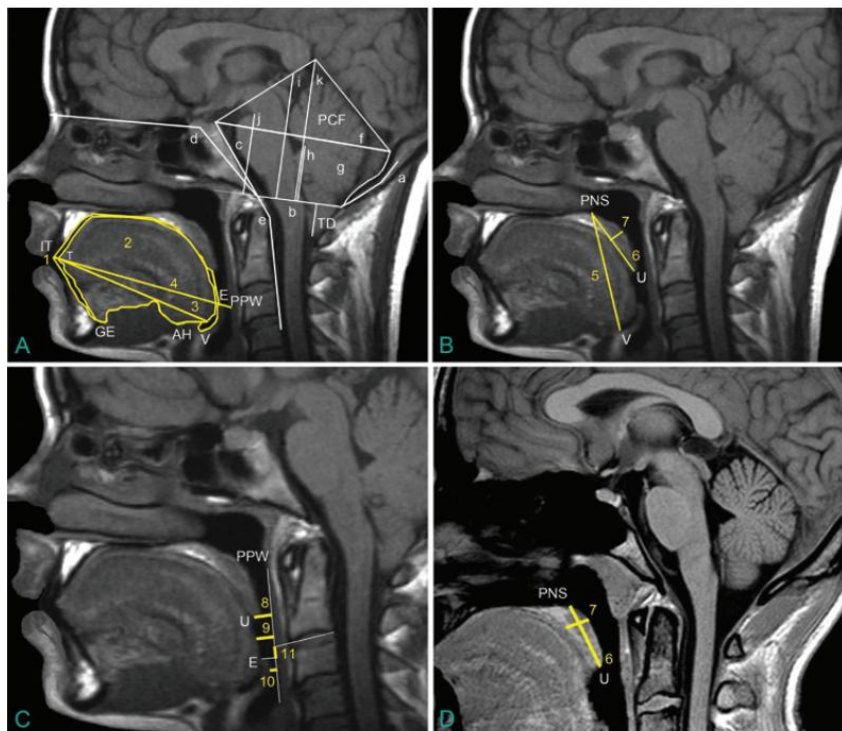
Midsagittal T1-weighted MR images show the cephalometric measurements performed in this study in a CMI case (A–C) and the most significantly different parameters in a control case (D). A: White lines: Tonsillar descent (TD) and hypoplastic PCF were used as the inclusion criteria. Supraoccipital (a), anteroposterior diameter of FM (b), clivus length (c), basal angulation (d), Wackenheim angle (e), anteroposterior diameter of PCF (f), osseous PCF area (g), distance from FM to fastigium (h), distance from FM to pons (i), distance from FM to corpus callosum (j), and PCF height (k) were used as PCF measurements. Yellow lines: the oral cavity area (1) was estimated as the polygon delimited by the central incisor (IT), maxilla, soft palate, epiglottis tip (E), vallecula (V), the most anterior and superior point on the body of the hyoid bone (AH), base of tongue, and the genial tubercle; the tongue area (2) was inferred from a surface delimited by tip of the tongue (T), vallecula, hyoid bone, and genial eminence (GE); the tongue length (3) was inferred from a line running from tip of the tongue to vallecula; and the anterior-posterior pharyngeal cavity diameter (4) from a line from central incisor to posterior pharyngeal wall (PPW) at the level of the tip of the epiglottis. B: The vertical airway length (5) was estimated as the distance from the posterior nasal spine (PNS) to vallecula. Soft palate measurements: length (6) from posterior nasal spine to uvula (U) and thickness (7) as the length of perpendicular line to posterior nasal spine-uvula line. C: Pharyngeal airway diameter: upper (8) from uvula to PPW, middle (9) from the most external point of tongue to PPW, and lower (10) from epiglottis tip to PPW; level of epiglottis tip (11) estimated as a distance from epiglottis tip to the base of the odontoid process. D: Length (6) and thickness (7) of the soft palate in a control subject. Panels A, B, C, and D modified from Urbizu et al: MRI-based morphometric analysis of posterior cranial fossa in the diagnosis of Chiari malformation type I. *J Neuroimaging* 24:250–256, 2014. Used with permission. Figure is available in color online only.
